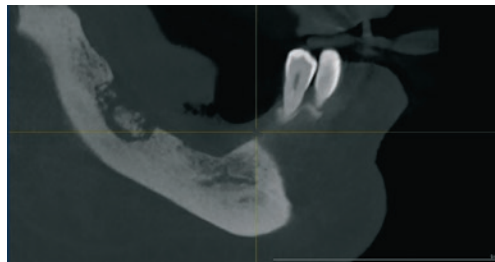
КТ нижней челюсти пациентки
